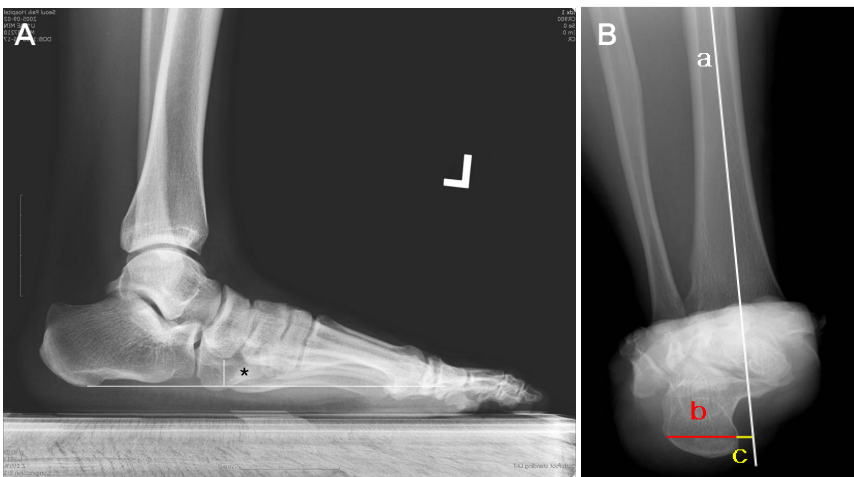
Radiographs representing navicular height and amount of calcaneal displacement. (A) navicular height(*) is defined as a vertical distance of the inferior border of navicular tuberosity from a line connecting inferior border of calcaneal tuberosity with that of the first metatarsal head. (B) The amount of calcaneal displacement is defined as two parameters, which consist of distance (mm) and percentage (%) of medial displacement. The former is the distance (c) between medial border of calcaneal tuberosity and tibial axis(a). The latter is the percentage of the distance (c) to the width of calcaneal tuberosity (b): $c/b \times 100(\%)$.
